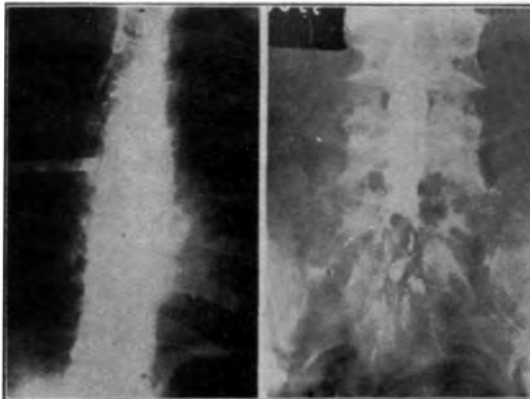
Caso 4: *a*) Bloqueio parcial produzido por grande neurinoma intradural; *b*) Radiografia tirada 40 dias após o primeiro exame; considerável infiltração do Pantopaque pelas bainhas lombosacras.
